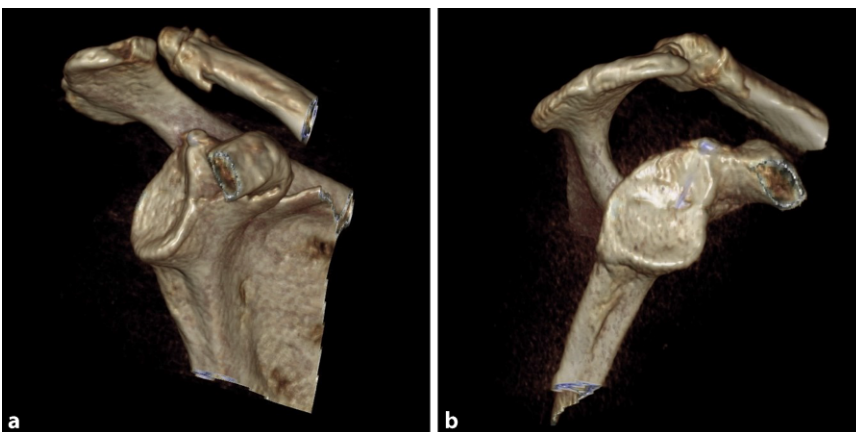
▲ Computertomographie (3-D-Rekonstruktion mit Subtraktion des Humeruskopfes) der rechten Schulter 3 Monate postoperativ von ventral (a) und ventrolateral (b) zeigte eine abgeschlossene Durchbauung der schraubenosteosynthetisch versorgten Glenoidfraktur ohne sekundäre Dislokation
